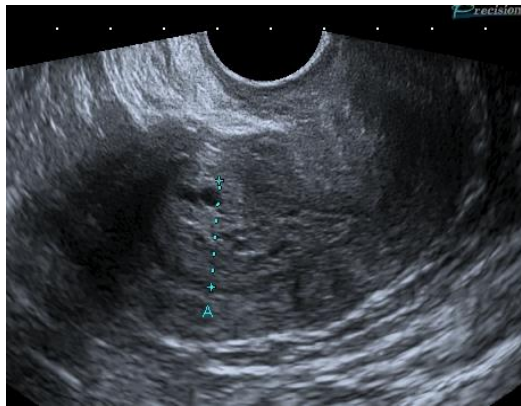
Гиперплазия (полип?) эндометрия, 2ДУЗИ
